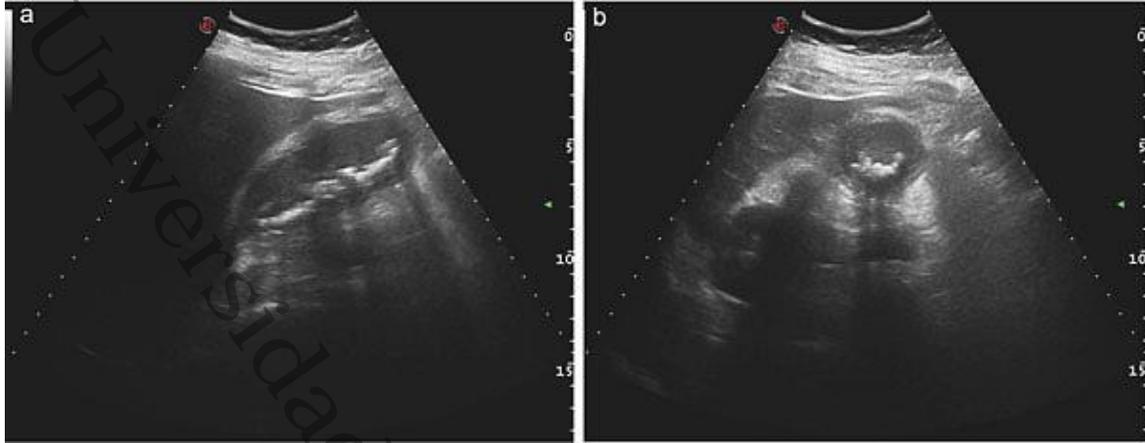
Ultrasonido de vesícula biliar con cálculos. Presencia de cálculos y pared engrosada representada en imagen longitudinal (a) y axial (b). Fuente: Mazzei MA, et al. The role of US examination in the management of acute abdomen. 2013
